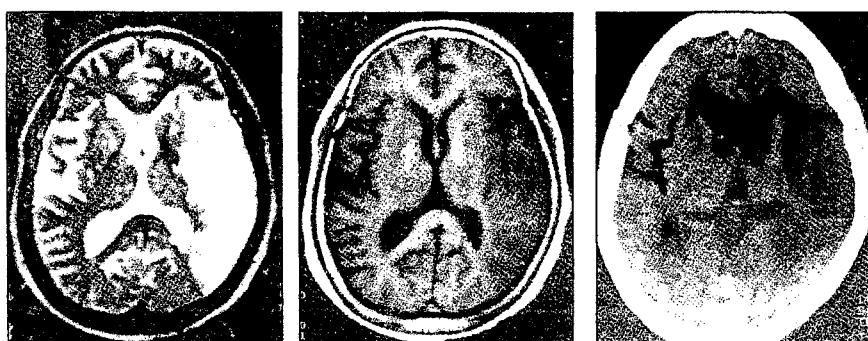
Brain Mri & CT film
